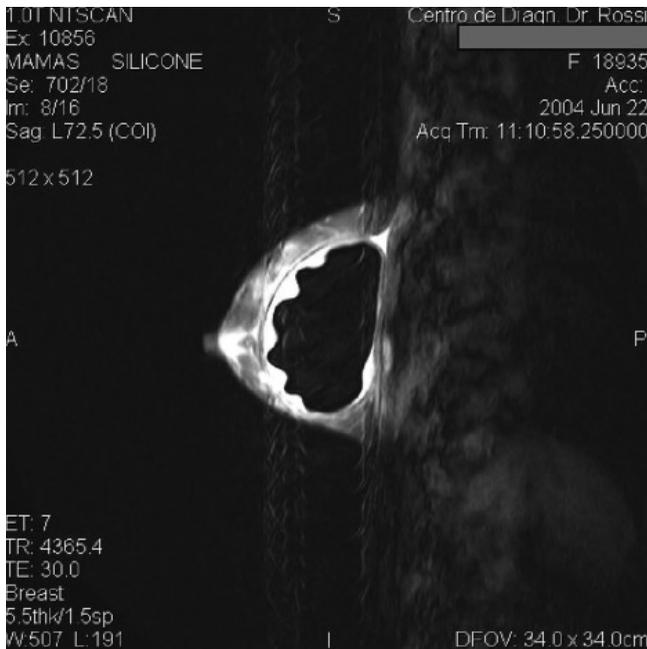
Resonancia nuclear magnética (RNM) de un seroma, corte cefalocaudal.
